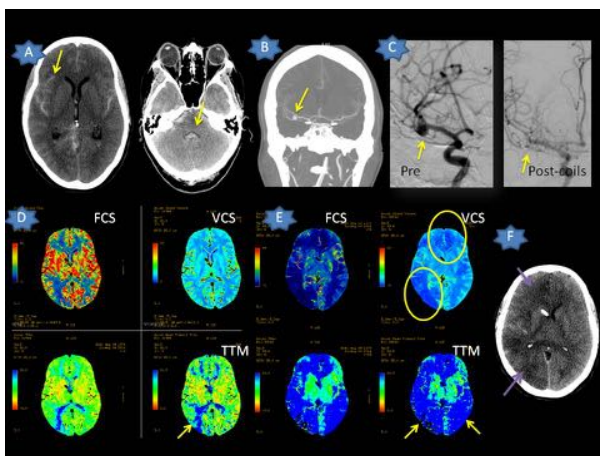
Finalmente, el último caso se trataba de una paciente de 39 años que empieza con cefalea y mareos. Se realiza TC sin contraste i.v observándose HSA grado IV(A). En el angioTC se demuestra aneurisma sacular derecho (Figura B) que es embolizado mediante coils (figura C) con buen resultado angiográfico. Al 5º día de la HSA la paciente comienza a tener velocidades elevadas en el Doppler transcraneal, por lo que se realiza TCP dónde se observa una prolongación sutil del TTM en el lado derecho (flecha amarilla en fig D). La paciente es tratada mediante tratamiento médico de soporte (nimodipino oral) con buen resuelto inicial. Desafortunadamente, en el 8º día de la HSA comienza con focalidad neurológica marcada, observándose en el TCP (fig E) un extensa area que afectaba a ambas
